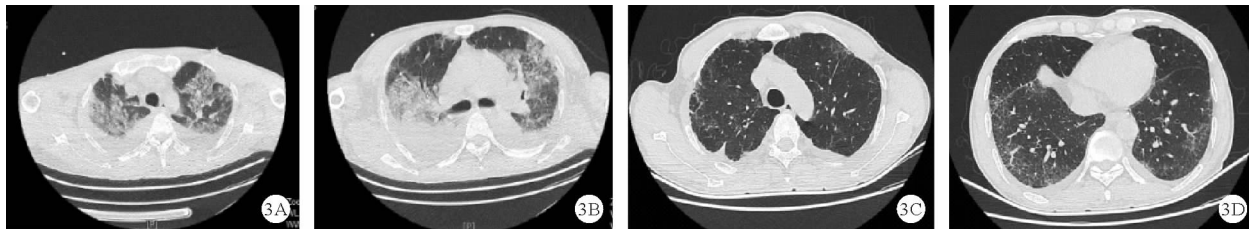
患者胸部 CT 检查结果(A,B:2019 年 6 月 11 日;C,D:2019 年 6 月 18 日)
